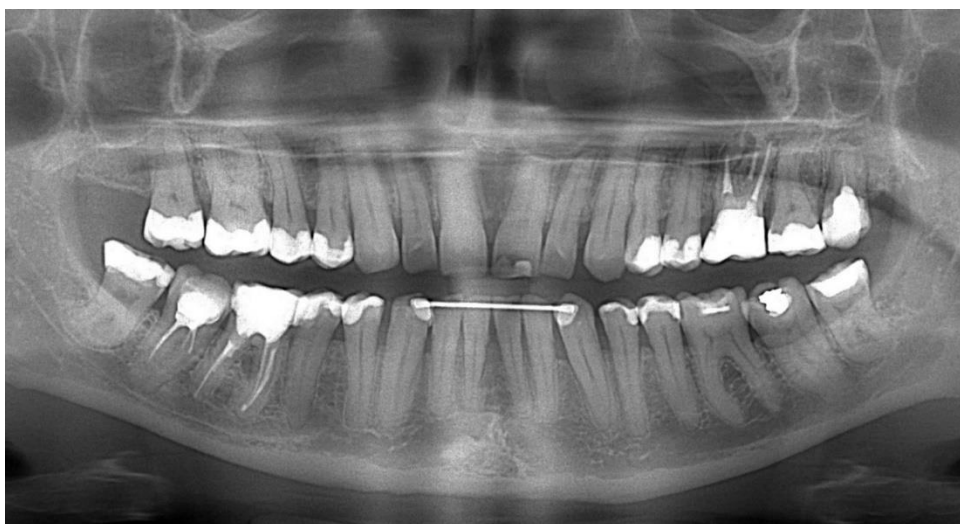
Ортопантомограма хв. Я., 37 років. Стан через 3 роки ведення ретенційного періоду. Стабілізація генералізованого пародонтиту I ступеня тяжкості, посилення кісткового рисунку міжзубних перегородок
